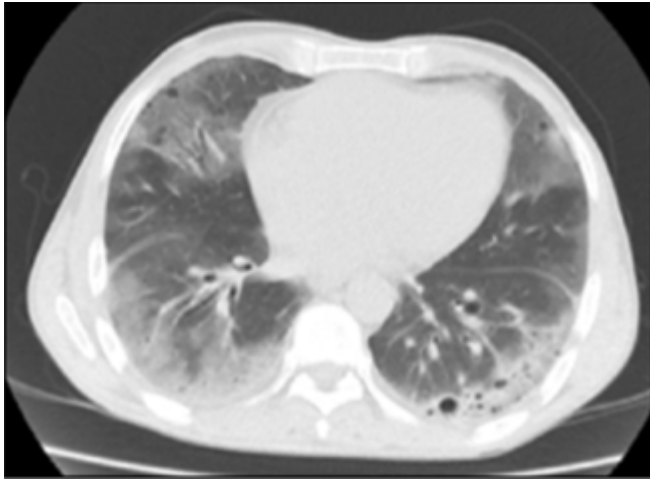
NIL: paciente femenino de 52 años de edad con síndrome de Sjögren consulta por tos y disnea progresiva. TC: áreas de patrón en vidrio esmerilado con predominio bibasal asociado a aislados quistes aéreos de pequeño tamaño.
